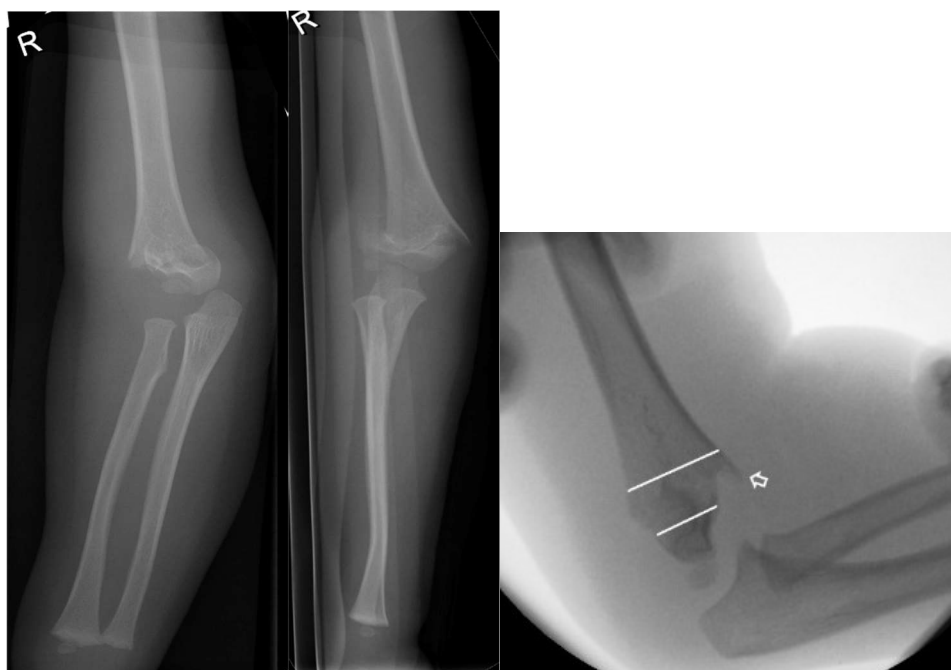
Fall 189: konventionelles Röntgenbild des rechten Ellenbogens in zwei Ebenen, Diagnose: Frakturtyp III
